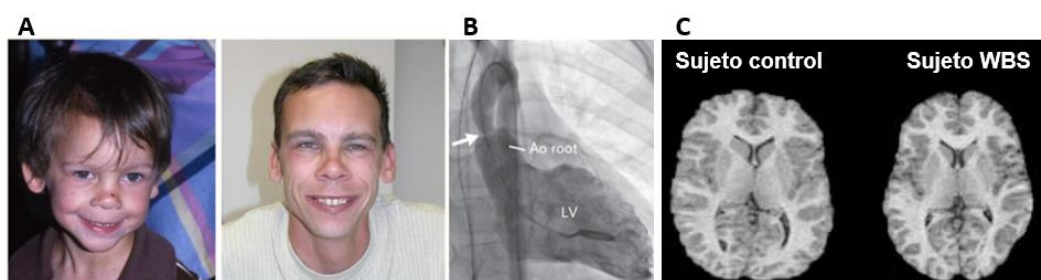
Manifestaciones clínicas del WBS. (A) Cambio del fenotipo facial de un paciente WBS: izquierda, 3,5 años; derecha, 21 años (Figura tomada de Morris, 2010). (B) Angiografía del ventrículo izquierdo en un niño de 5 años con WBS. Muestra estenosis aórtica supravalvular severa (flecha) (Figura tomada de Burch *et al.*, 2008). (C) Resonancia magnética del cerebro de un paciente control y un paciente WBS. Se puede observar una disminución del volumen cerebral en el sujeto WBS respecto al control (Figura tomada de Chiang *et al.*, 2007).
